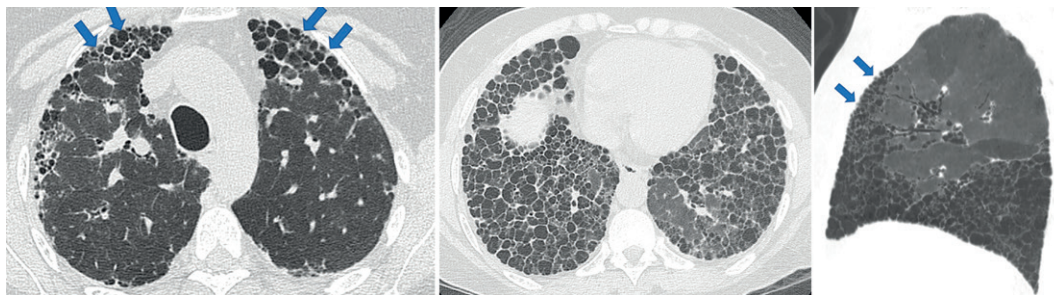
Feminino, 60 anos, com diagnóstico de artrite reumatoide. TC (A e B) demonstram reticulação e exuberantes cistos de faveolamento, predominando na periferia dos terços inferiores dos pulmões, compatível com padrão PIU típico. Destaca-se em (A) e na reconstrução sagital MinIP (C) acometimento da região anterior dos lobos superiores, achado mais frequentemente observado em PIU associada a doenças do tecido conjuntivo (setas).
